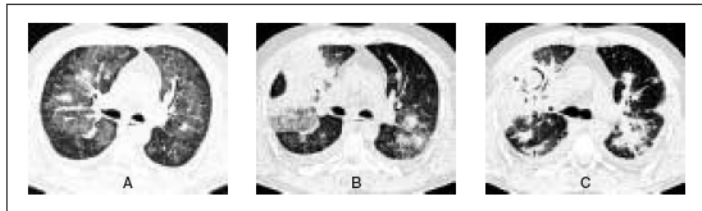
HRCT plic – invazivní aspergilóza – postižení plic (v obou lalocích plic mnohočetné denzity místy až splyvající, mající charakter mléčného zakalení?????) (CEHO)
